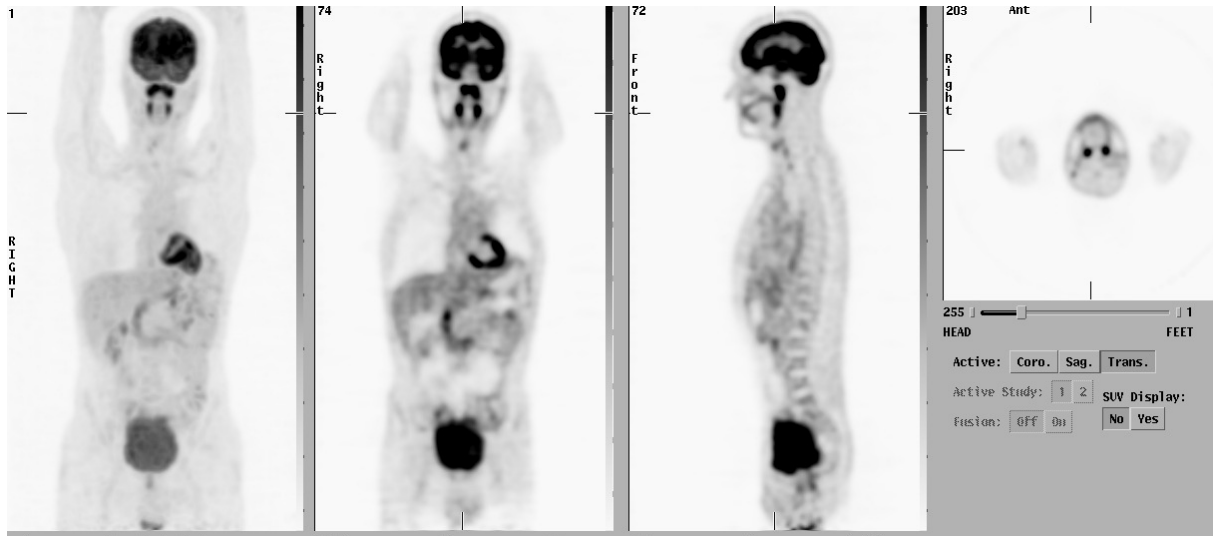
Beispiel für eine „benigne“ Speicherung von FDG im lymphatischen Pharynx in allen Ebenen
